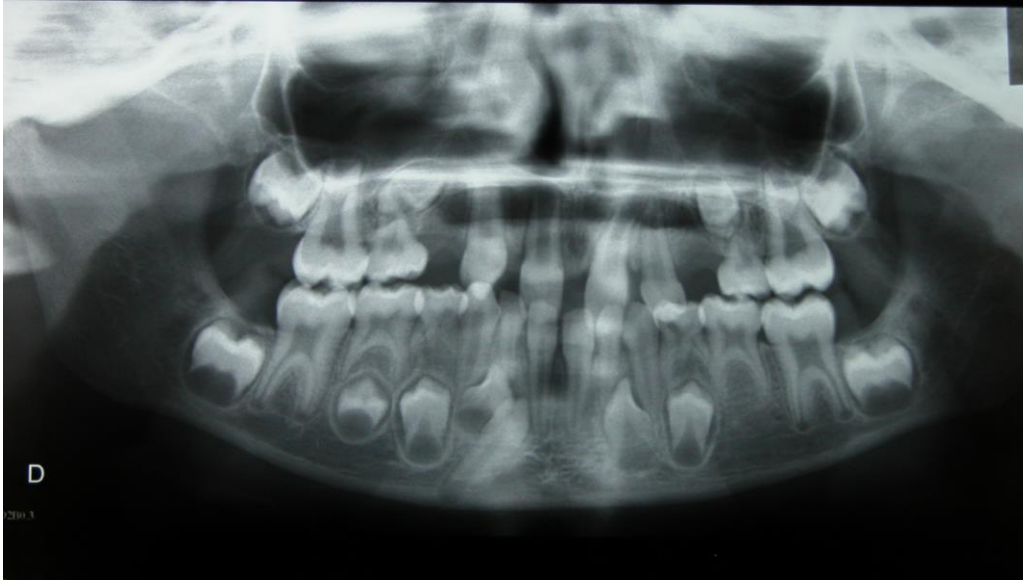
Radiographie panoramique de Benjamin, patient adressé par le médecin scolaire, agénésies de 12, 14, 22, 23, 24, 32, 35 (document Docteur DROZ)
